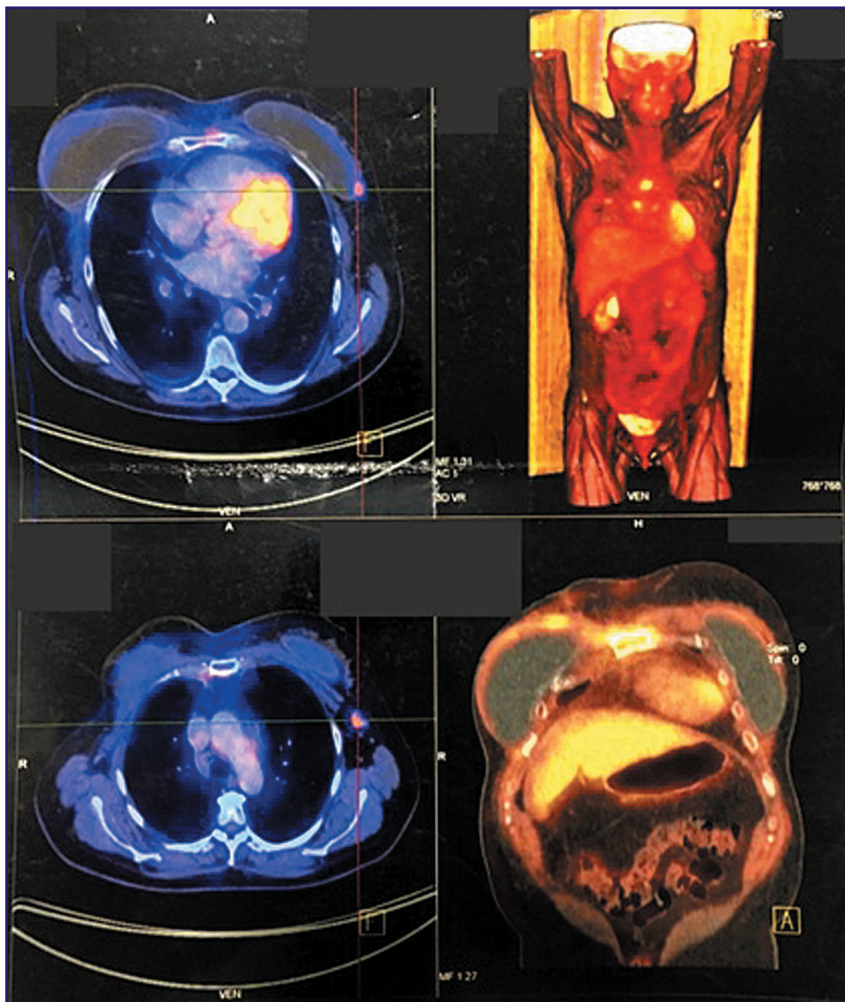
ПЕТ-КТ до операції. Стан після правосторонньої мастектомії з лімфаденектомією та постановкою імплантів з обох сторін. Цілісність імплантів збережена. Оточуюча та підшкірна клітковина на рівні груднини дещо ущільнена/інфільтрована. По краю верхнього медіального квадранта імпланту правої МЗ визначається метаболічно активне вогнище до 1,5 см. По зовнішньому контуру між латеральними квадрантами лівої МЗ гіперденсивне, гіперметаболічне утворення 1,3 × 0,7 см. У лівій аксилярній ділянці два поруч розташовані ЛВ загальним поперечником до 2 см з ознаками підвищеного метаболізму
